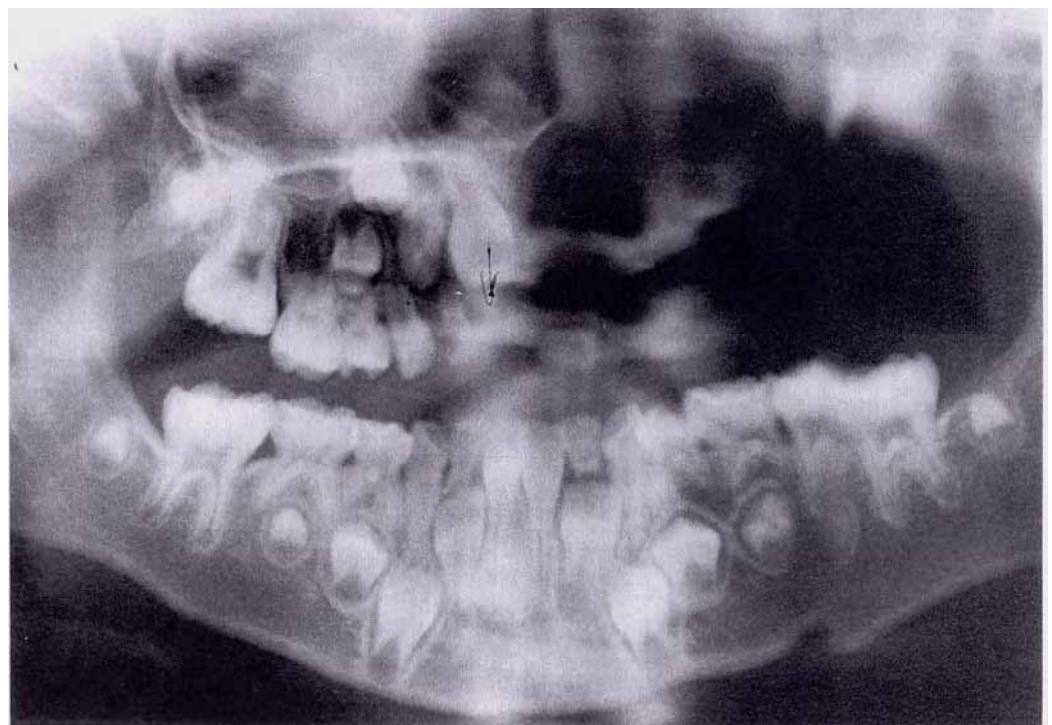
Cas n°8 : Aspect radiographique à 6 ans
